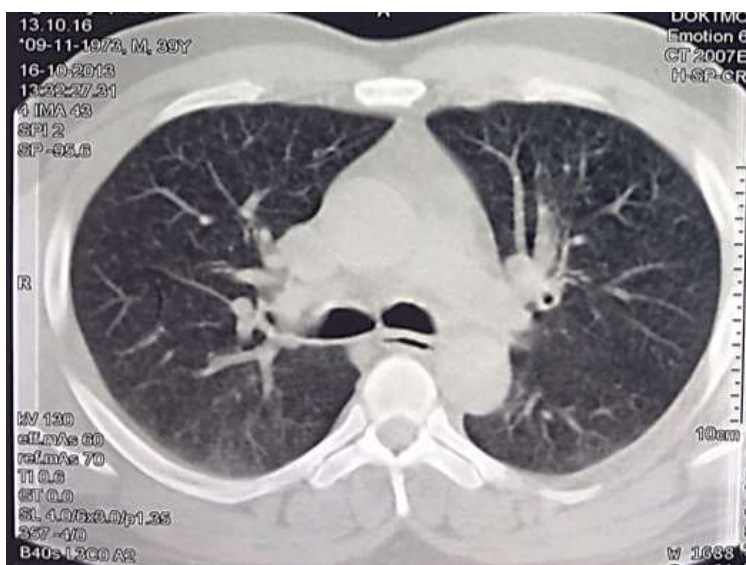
СКТ органов грудной клетки пациента Е
